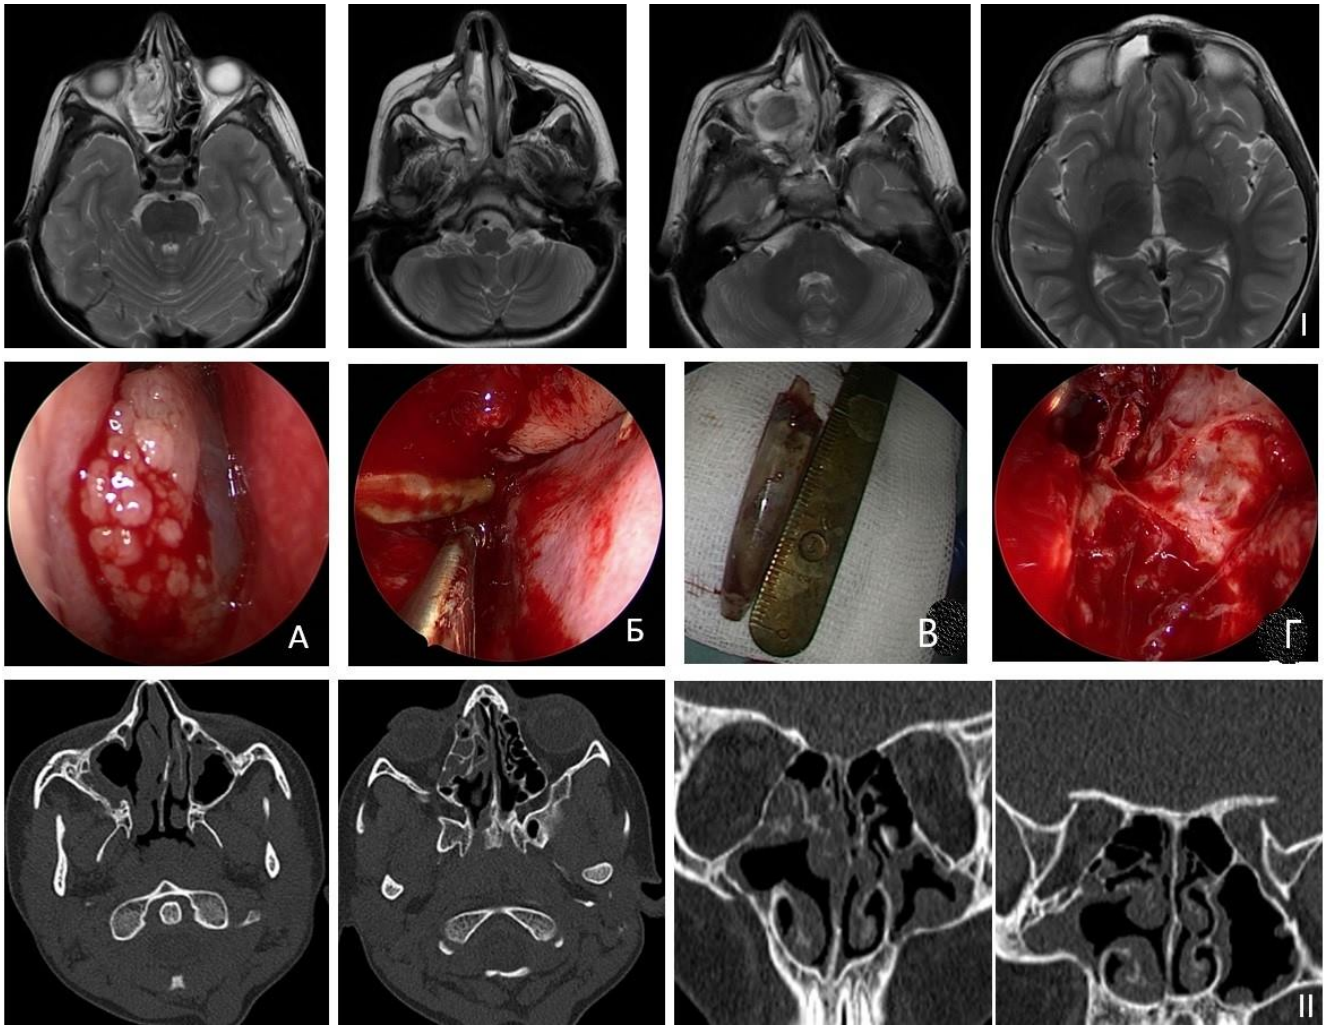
Динамика рентгенологической картины и интраоперационные находки.
